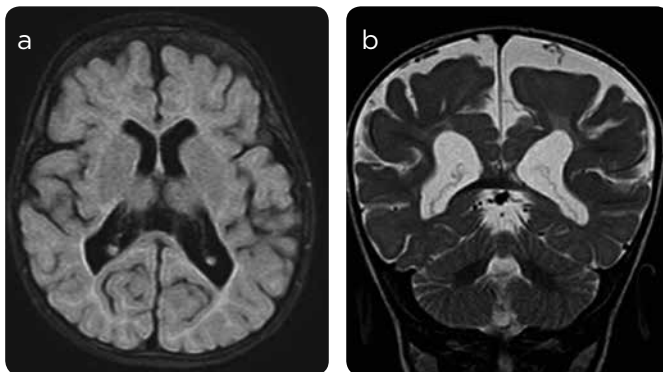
a y b) Paciente con diez meses de vida al momento del estudio, nacido pretérmino con 32 semanas, por aborto inducido por su madre, sufrimiento fetal y depresión neonatal, requiere presión positiva continua de la vía aérea (CPAP, por sus iniciales en inglés de *continuous positive airway pressure*). Ahora con retraso del neurodesarrollo y secuelas de leucomalacia periventricular. Secuencias FLAIR axial y con información T2 coronal: alta señal de la sustancia blanca periventricular que contacta la superficie ependimaria y pérdida de volumen secundaria peritrigonal por secuelas de leucomalacia periventricular. Adicionalmente hay pérdida de volumen generalizado con mayor prominencia de surcos cerebrales de acuerdo con la edad.
